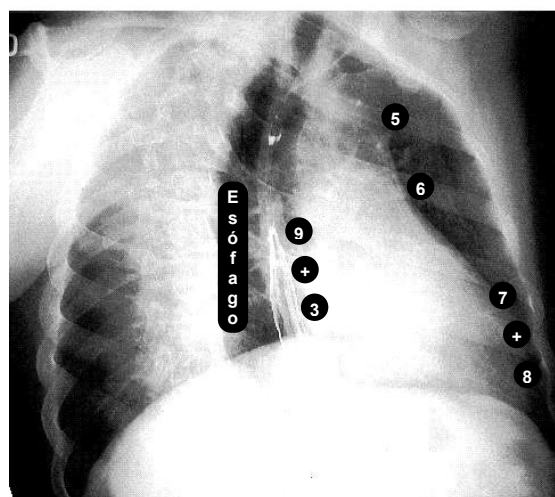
Radiografía oblicua posterior derecha.
